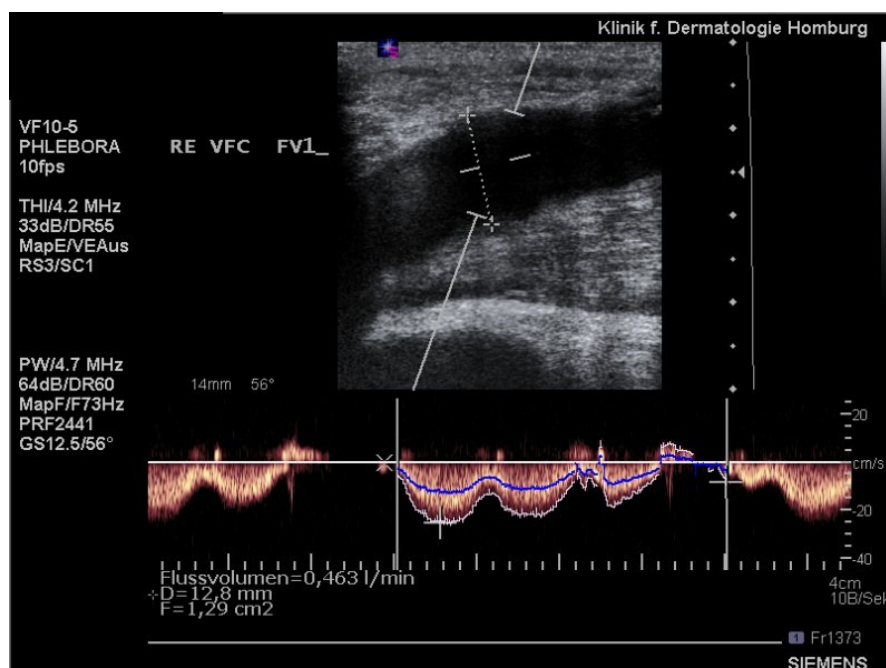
Messung des venösen Flussvolumens (Stromzeitvolumen) mittels Duplexsonographie
